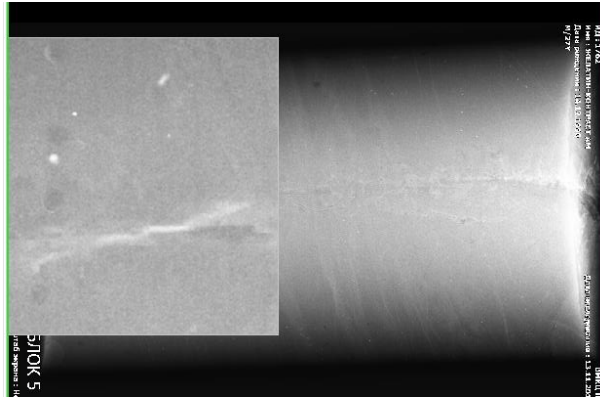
Фрагменти оболонки кулі в желатиновому блоці, рентгенографія в боковій проекції.
